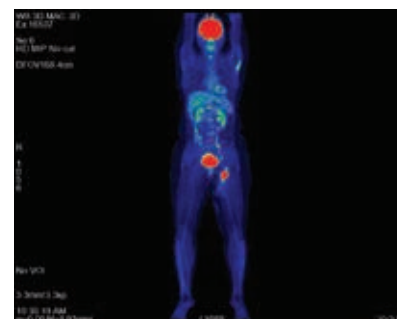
ПЭТ-КТ от 25 октября 2019 г.: в паховой области слева зона распада
